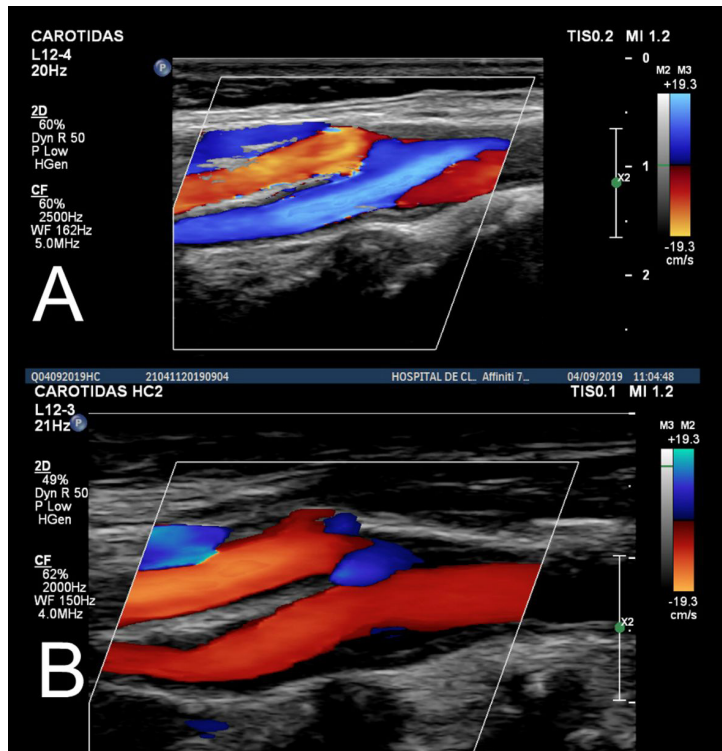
Comparação da ultrassonografia Doppler inicial (A) e controle pós-operatório (B).
